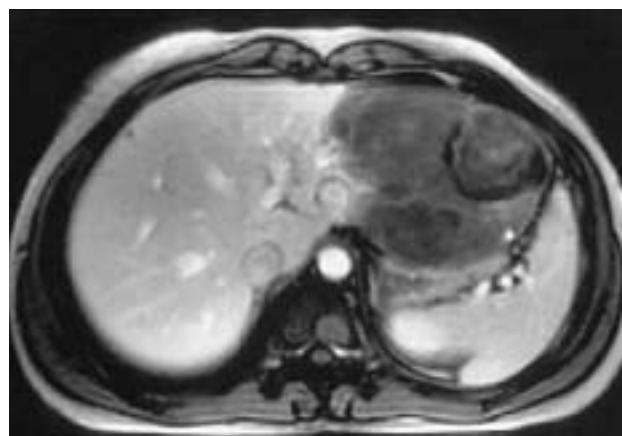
Imagen de tomografía computarizada de un paciente afectado de adenoma hepático con hemorragia intratumoral.
